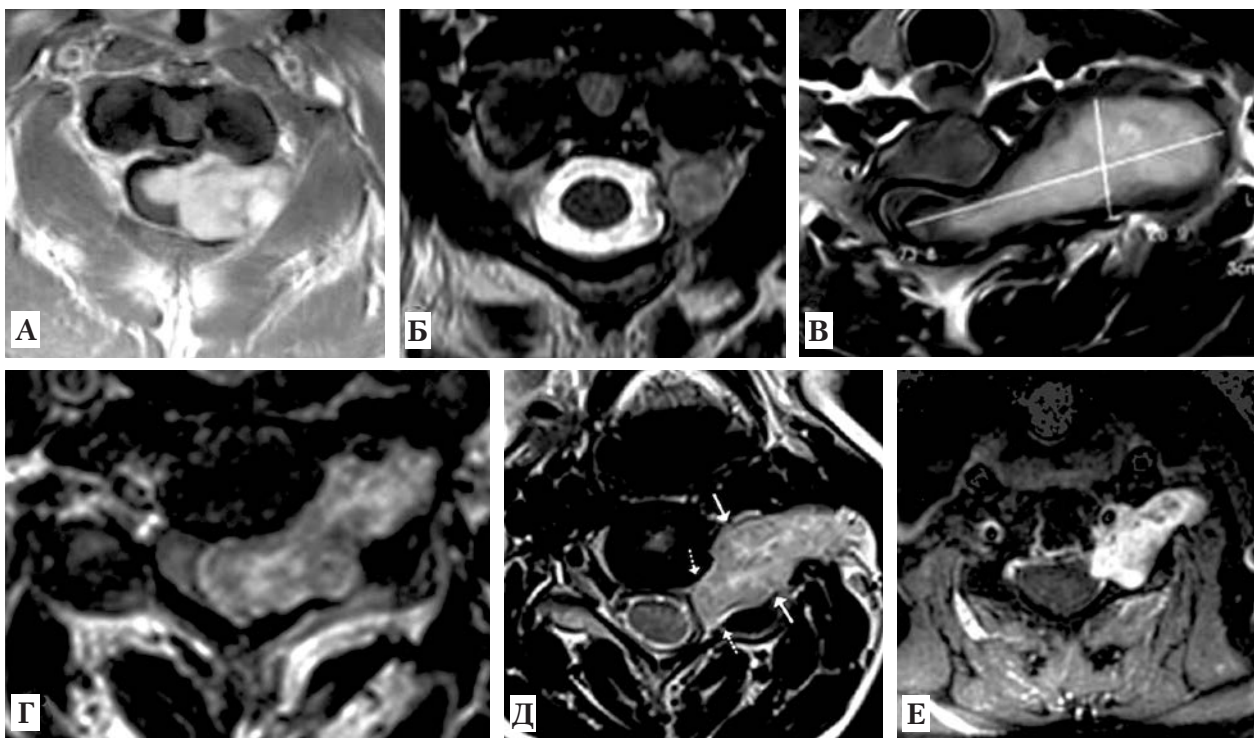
МРТ. Пухлини спинномозкових нервів, які ростуть: з гангліонарної ділянки периферичного нерва з інтраканальним ростом (А); з гангліонарної ділянки периферичного нерва з інтраканальним ростом (Б); з периферичного нерва з паравертебральним та інтраканальним ростом (В); з гангліонарної ділянки периферичного нерва з паравертебральним та інтраканальним ростом (Г); з переднього корінця з паравертебральним ростом (Д); із заднього корінця з паравертебральним ростом (Е)
